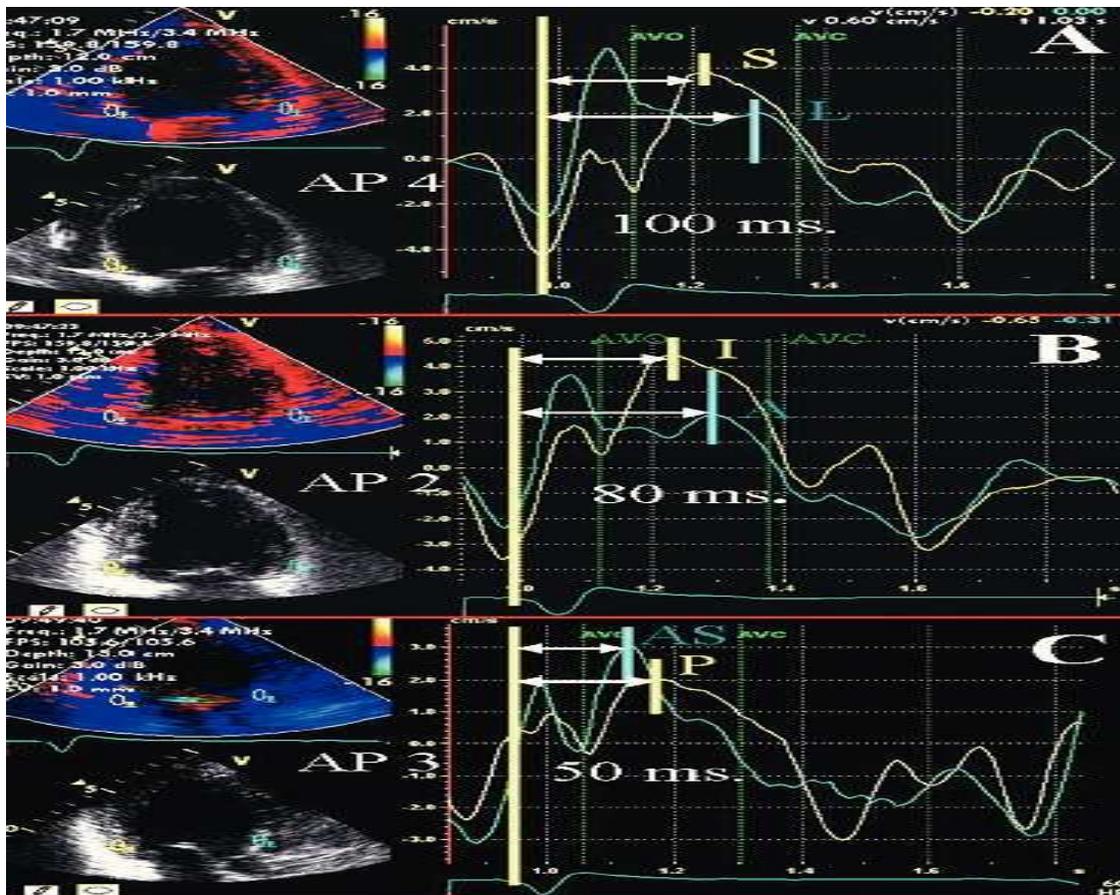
Evaluación de disincronía intraventricular evaluada por Doppler tisular color en una vista apical de cuatro cámaras (A), dos cámaras (B) y tres cámaras (C). Se observa que el máximo retraso del pico sistólico es en la pared lateral (100 ms). AVO (por sus siglas en inglés) = abertura valvular aórtica, AVC (por sus siglas en inglés) = cierre valvular aórtico. (36)
